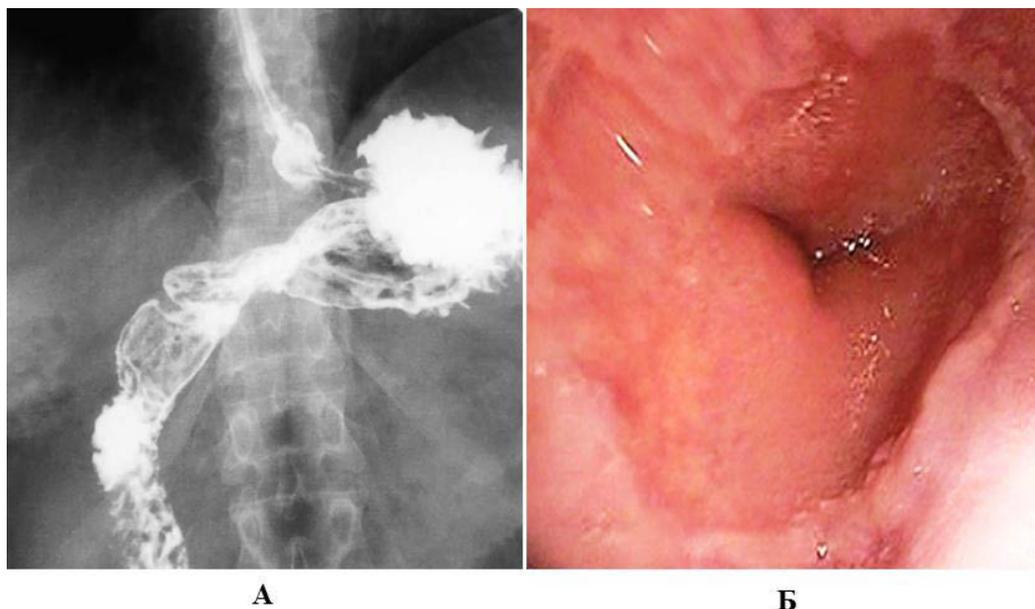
Инструментальное исследования больного П. до операции: А – рентгенограмма; Б – эзофагогастродуоденоскопия.
